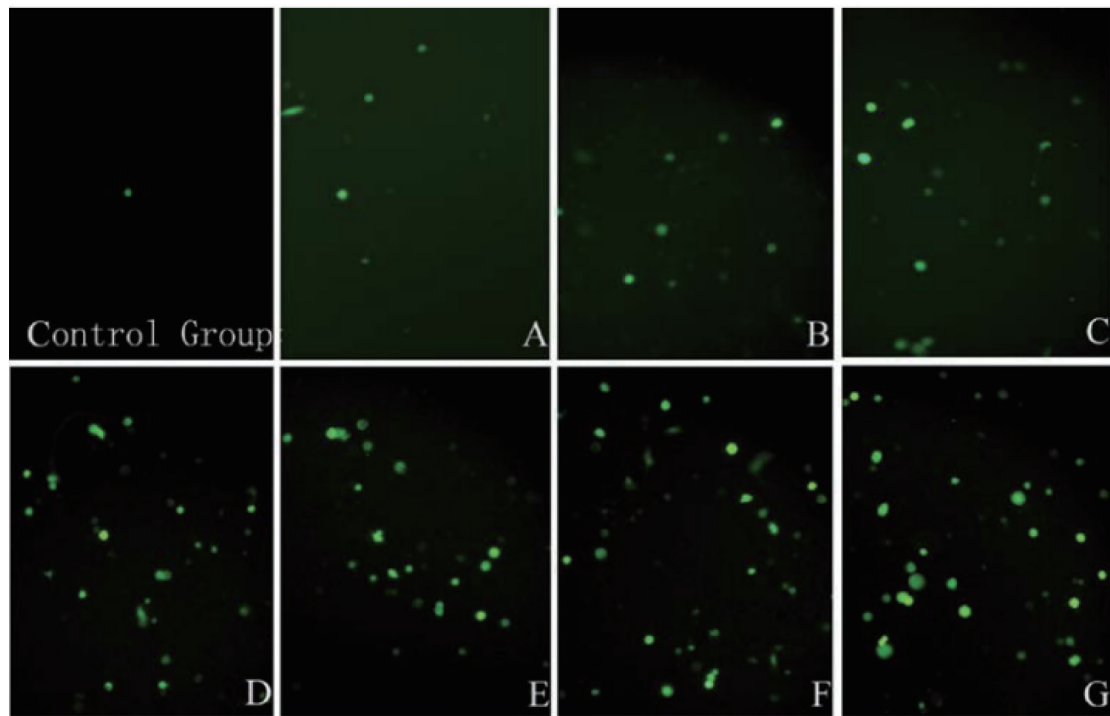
低频超声联合微泡促进脂质体介导的EGFP基因转染
